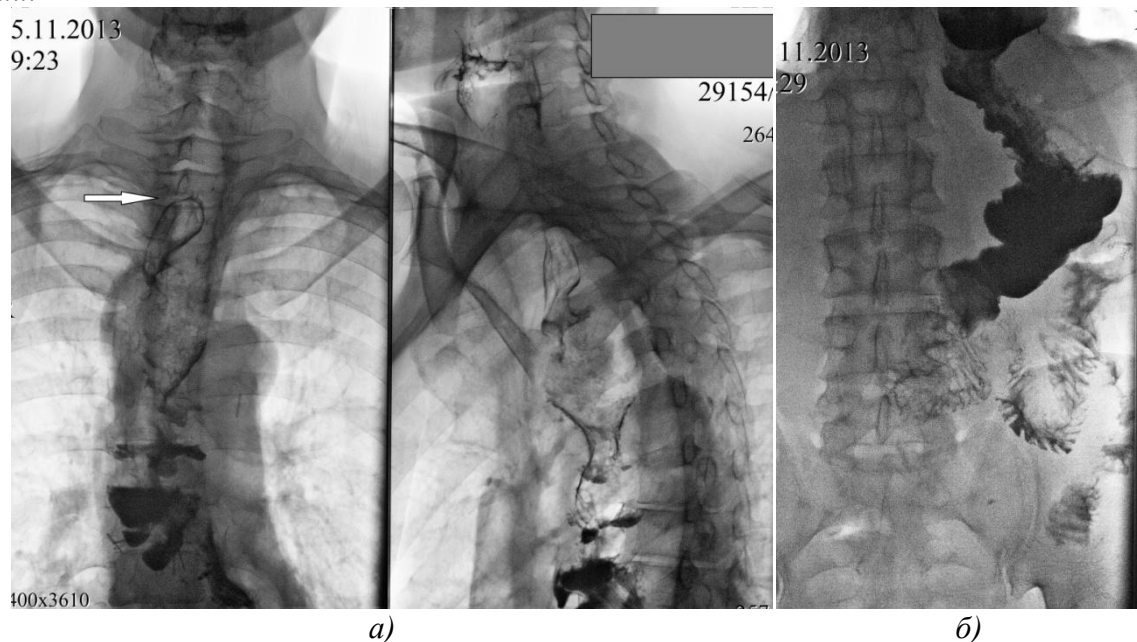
Рентгенограмма больного П., 51 год на 7 ПОД: а) беспрепятственная эвакуация контраста в толстокишечный трансплантат (зона шейного соустья показана стрелкой); б) порционная эвакуация из трансплантата в ДПК и начальные отделы тонкой кишки.
